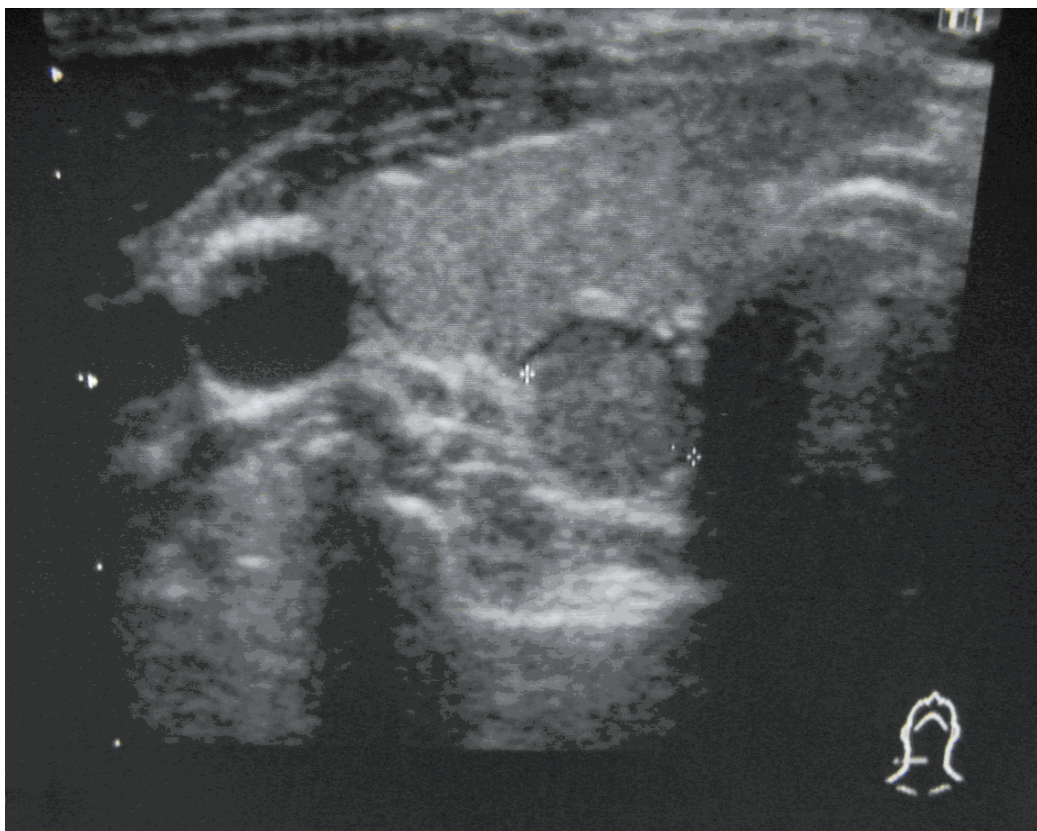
Sonografiebefund NSD-Vergrößerung rechts kaudal
